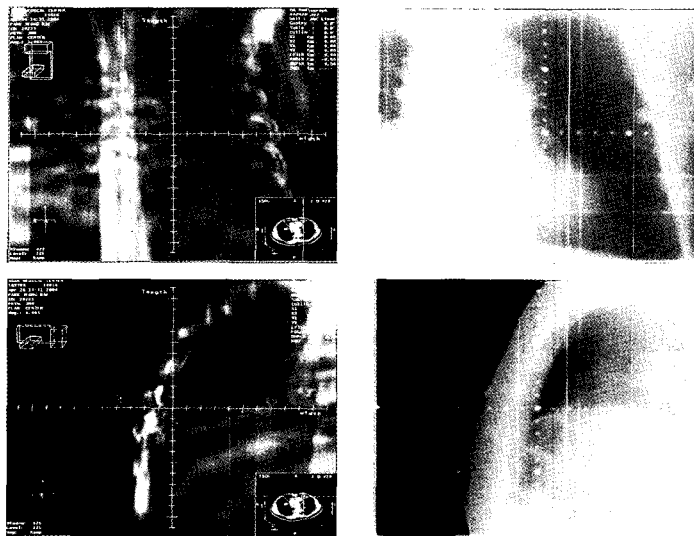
CT DRR images vs. L-grams
